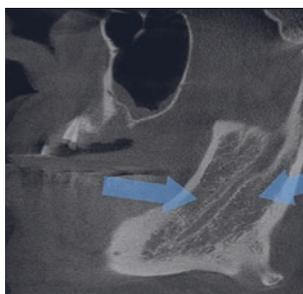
Срез нижней челюсти на компьютерной томографии в сагиттальной проекции у пациента исследуемой группы
